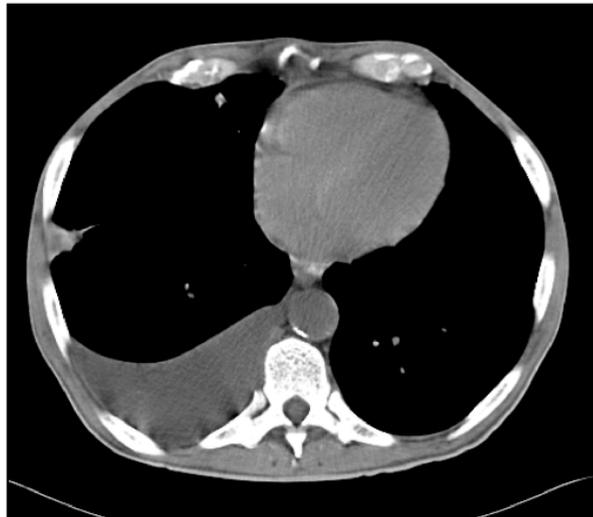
Компьютерная томография в мягкотканном окне. Правосторонний экссудативный плеврит
